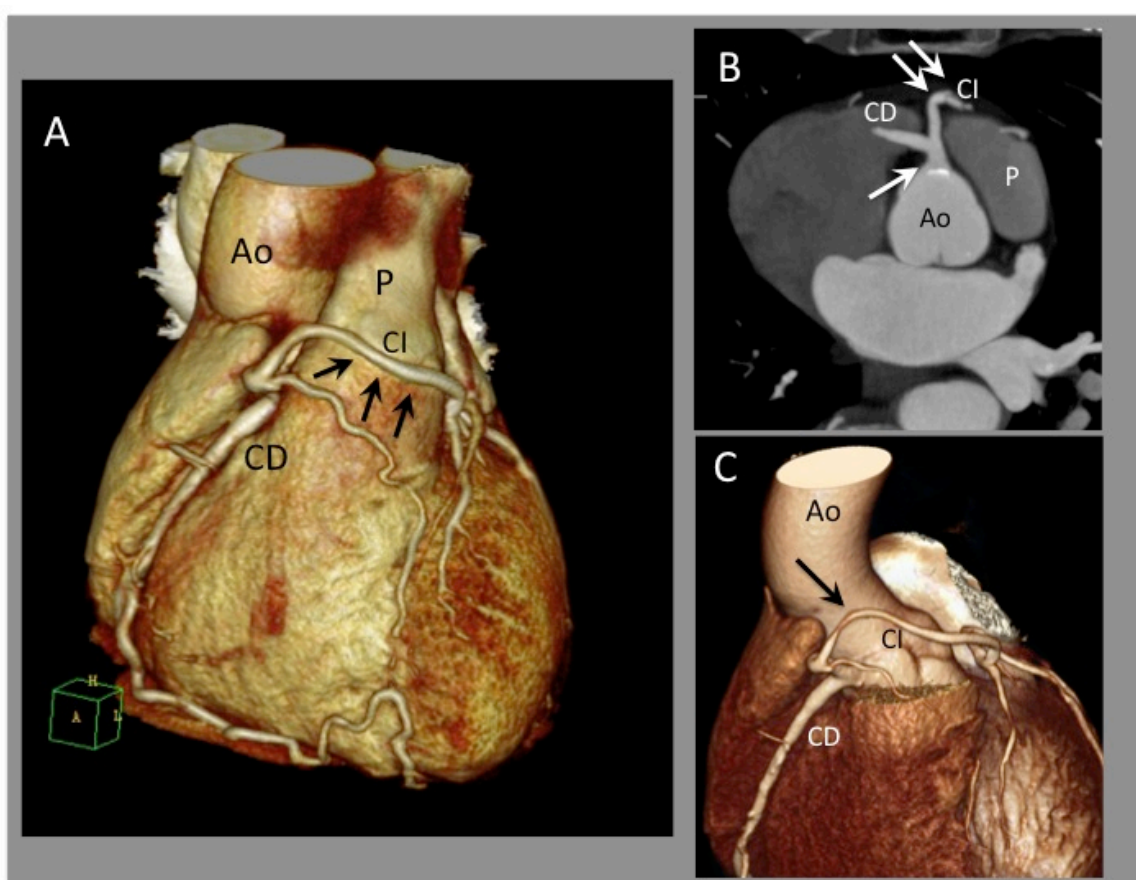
Angio TAC, Coronaria Única con trayecto pre-pulmonar. A.- Caso 2. Reconstrucción 3D. Origen anómalo de todo el árbol coronario desde un único ostium en Seno de Valsalva derecho. Obsérvese el trayecto de la coronaria izquierda (flechas) por delante de la arteria pulmonar, hasta alcanzar el ventrículo izquierdo. B.- Caso 4. Reconstrucción MIP en donde se observa origen anómalo de todo al árbol coronario en un único ostium en Seno de Valsalva derecho (flecha). Se puede ver el recorrido de la coronaria izquierda, que sigue un trayecto por delante de arteria pulmonar (doble flecha). C.- Caso 4, Reconstrucción 3D. La flecha señala el trayecto anómalo de localización pre-pulmonar. Ao: Aorta. P: Arteria pulmonar. Ao: Aorta. CD: Coronaria derecha. CI: Coronaria izquierda.
